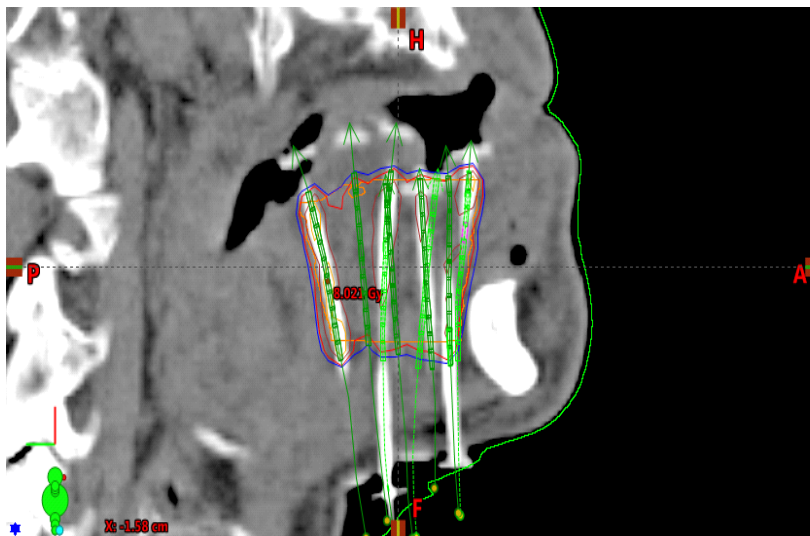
Zakreslení cílového objemu na CT a kalkulace dávkové distribuce.
